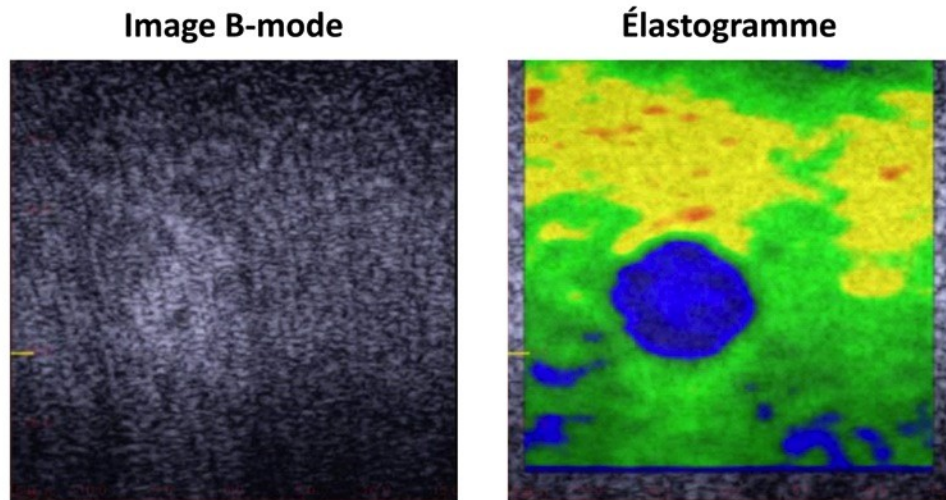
Exemple d'élastogramme (à droite) obtenu en élastographie quasi statique par imagerie ultrasonore (à gauche). Sur l'image mode-B (à gauche), l'inclusion rigide n'apparaît pas. Sur l'élastogramme (à droite), obtenu après une légère compression externe, l'inclusion rigide apparaît clairement comme une zone de faible déformation. Extrait de (Ramalli *et al.*, 2014).
